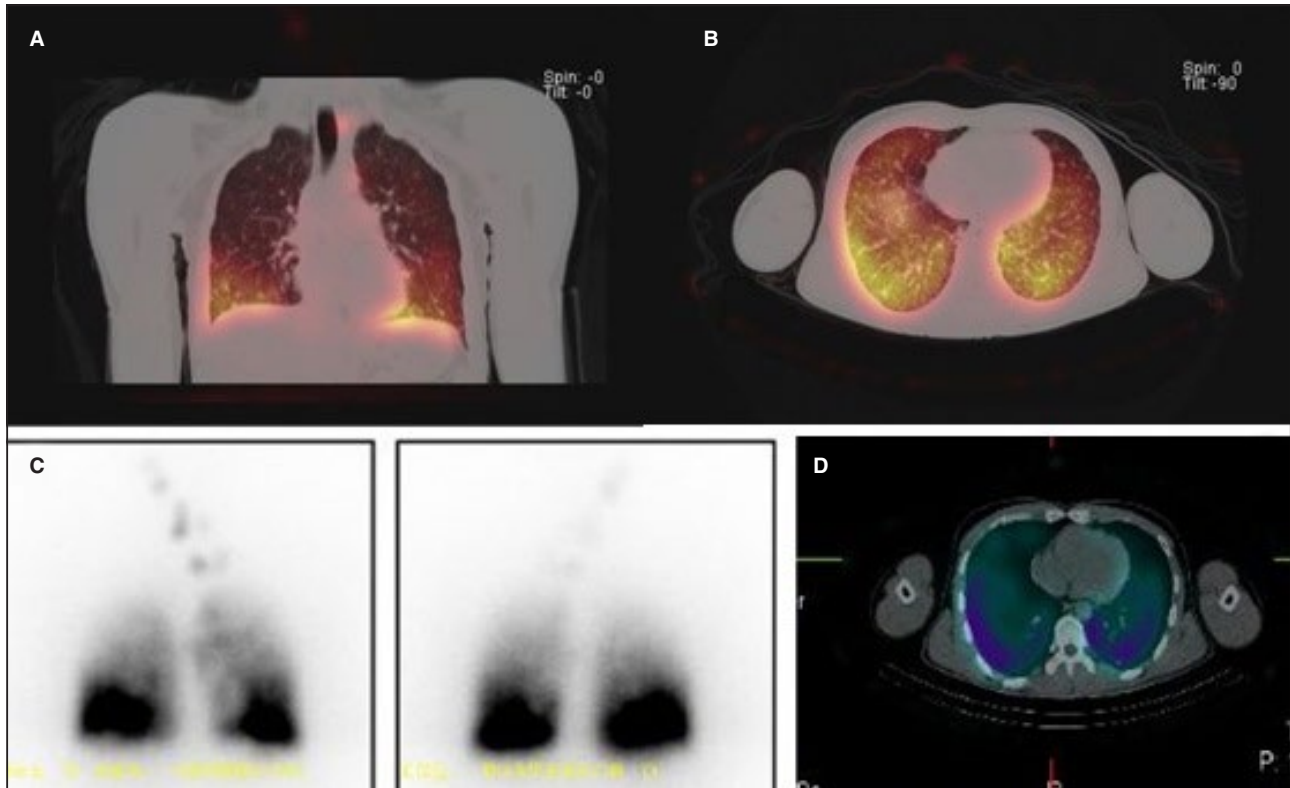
Rastreo post-131I. A: corte coronal de tomografía computarizada (TC) simple. B: corte axial de TC simple. C: gammagrafía. D: corte axial tomografía computarizada por emisión de fotón único. Evidencia de focos hipercaptantes a nivel de ambas bases pulmonares, compatibles con compromiso metastásico a pulmón.
